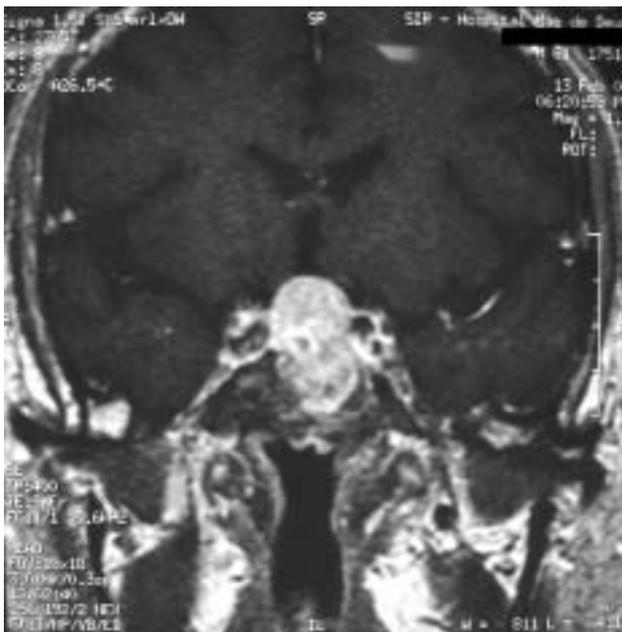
Ressonância magnética evidenciando macroadenoma com extensão supra-selar.
